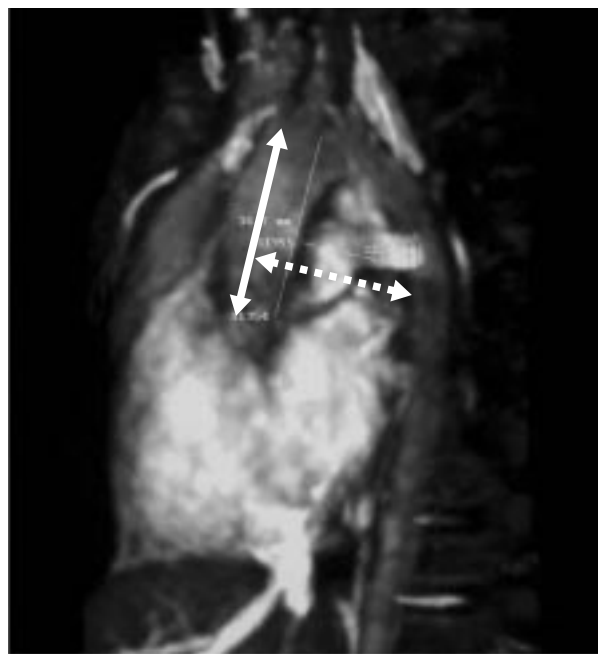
Lateral MRI view of the thoracic aorta. We measured the length of the ascending aorta (line arrow) and distance to close the ascending aorta and descending aorta (pointed arrow) by a straight line and molded a long sheath to a J-shape.
